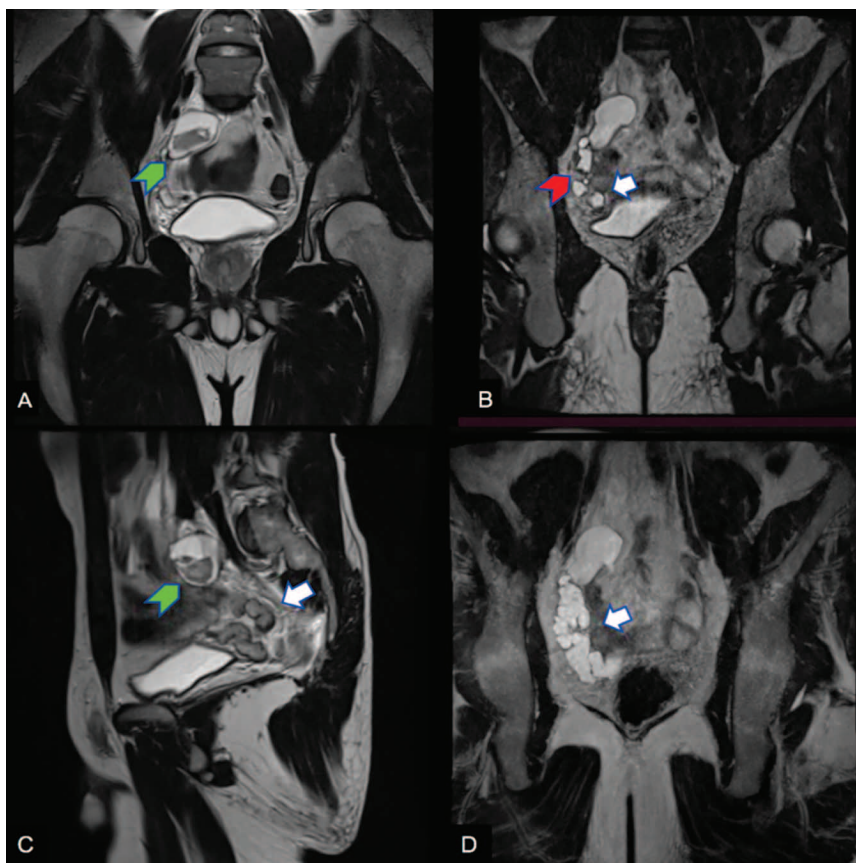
(А, В, D) Коронарные T2-ВИ и T2-ВИ МРТ в режиме МР: кистозное расширение извитых семенных пузырьков справа (белая стрелка), в виде гипоинтенсивных на T2-ВИ изменений внутриспросветного содержимого с формированием уровней (красная стрелка). Увеличение размеров кисты семенных пузырьков справа с изменением внутриспросветного содержимого до неоднородного на T2-ВИ с формированием уровня (зеленая стрелка), указывают на необходимость проведения дифференциальной диагностики между гнойным и геморрагическим (С) Сагиттальное изотропное T2-ВИ МРТ: кистозное расширение извитых семенных пузырьков справа (белая стрелка), неоднородное внутриспросветное содержимое в увеличенных в размерах семенных пузырьках справа (зеленая стрелка)
